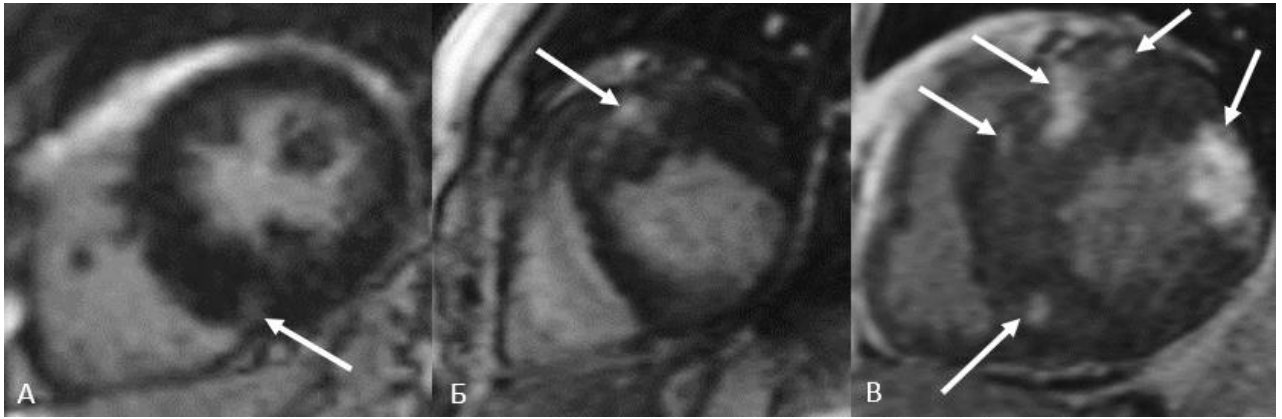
МРТ сердца, последовательность Inversion Recovery, короткая ось ЛЖ
